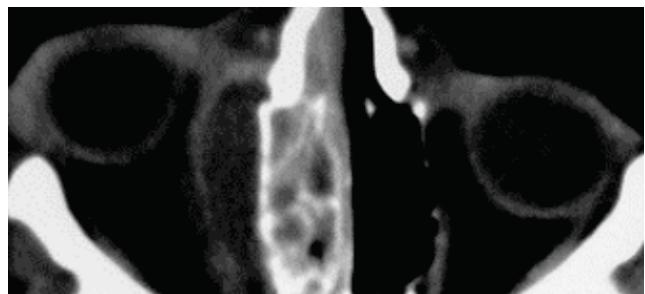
Комп'ютерна томографія. Субперіостальний абсцес медіальної стінки орбіти справа
